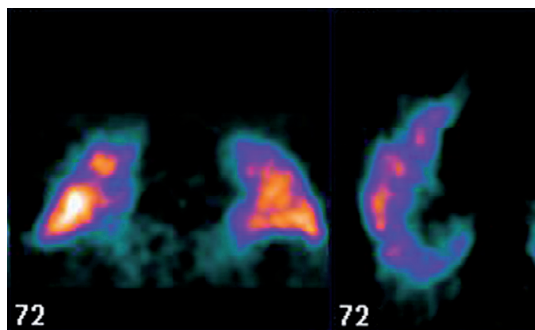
Больной М., 58 лет. Сочетание саркоидоза III стадии с ТЭЛА. При КТ-ангиографии убедительно визуализировать тромбы в ветвях легочной артерии не удалось. При сцинтиграфическом исследовании виден инфаркт легкого в S6 слева, в котором отсутствует перфузия
